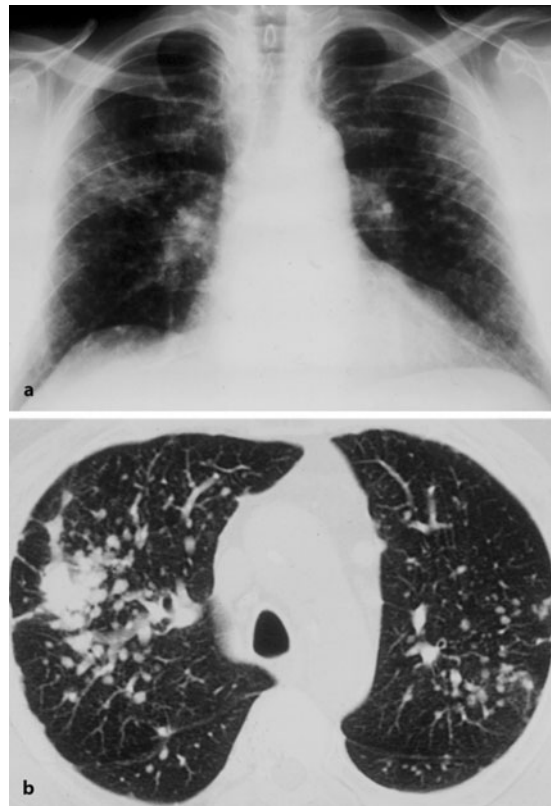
a, b. Silikotose (Aluminiumsilikat) mit geringer fibrogener Potenz. a Übersicht. b HR-CT mit zunehmender Koaleszenz – Übergang in Schwielen, zentroazinären und bronchiolitischen Fibrosezeichen
